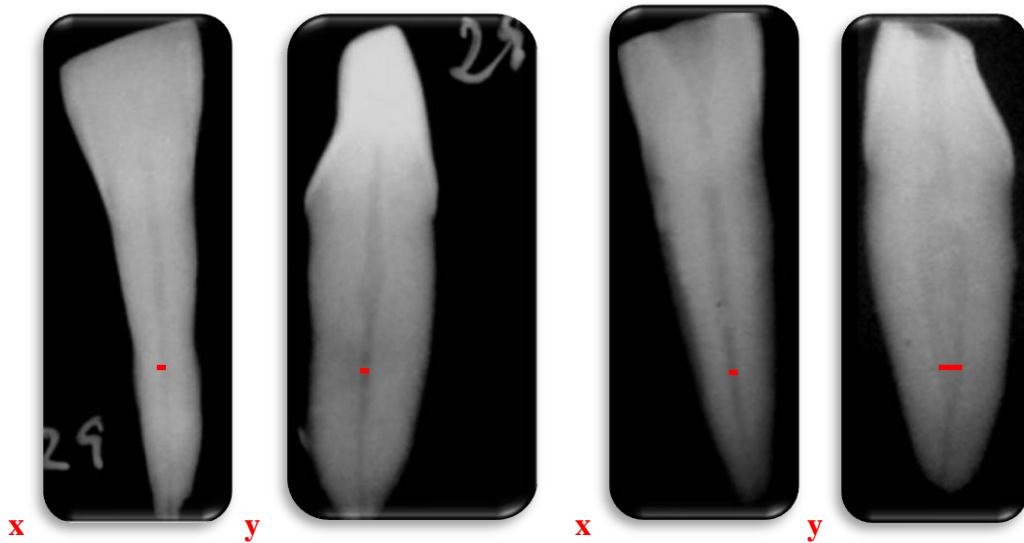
Radiografia buco-lingual (X) e mésio-distal (Y);  $Y \geq 2 X = \text{Canal Oval}$
